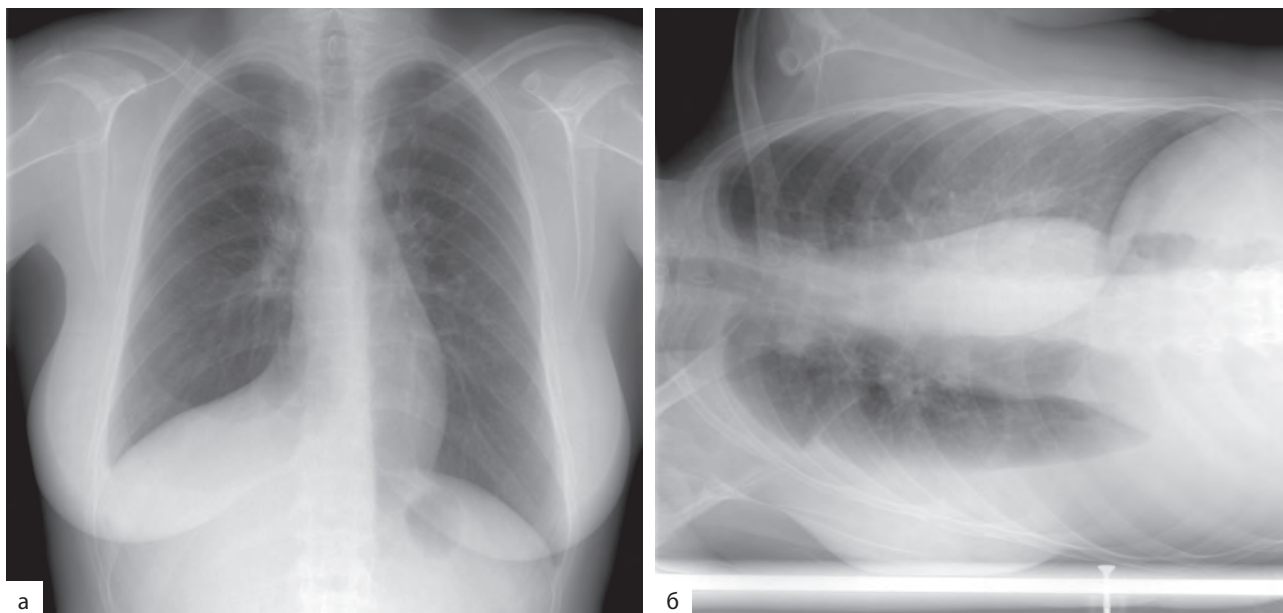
Рентгенограмма (а) и латерограмма (б) в положении больной на правом боку. При латерографии жидкость в правой плевральной полости растекается вдоль боковой поверхности легкого
